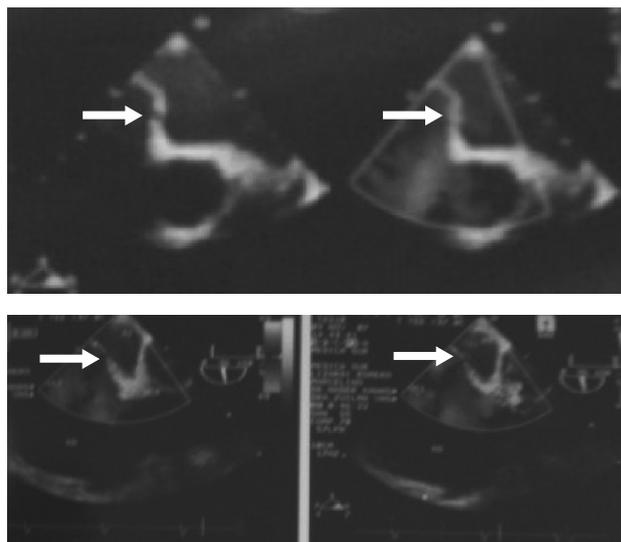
Ecocardiograma (la flecha señala el agujero oval permeable).
